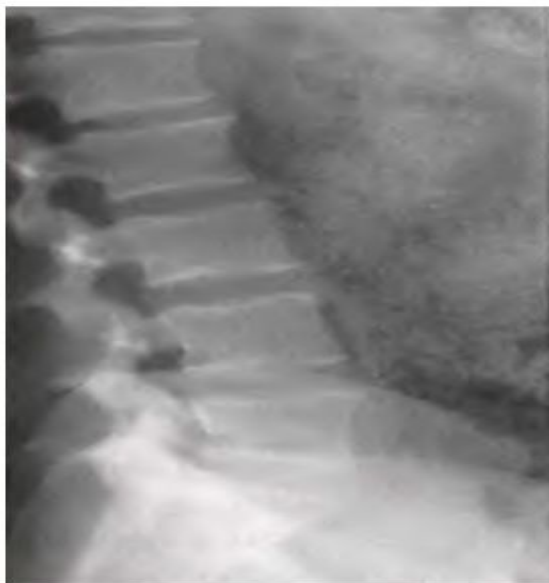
Рис С9-80. Рентгенограмма поясничного отдела позвоночника в боковой проекции А
